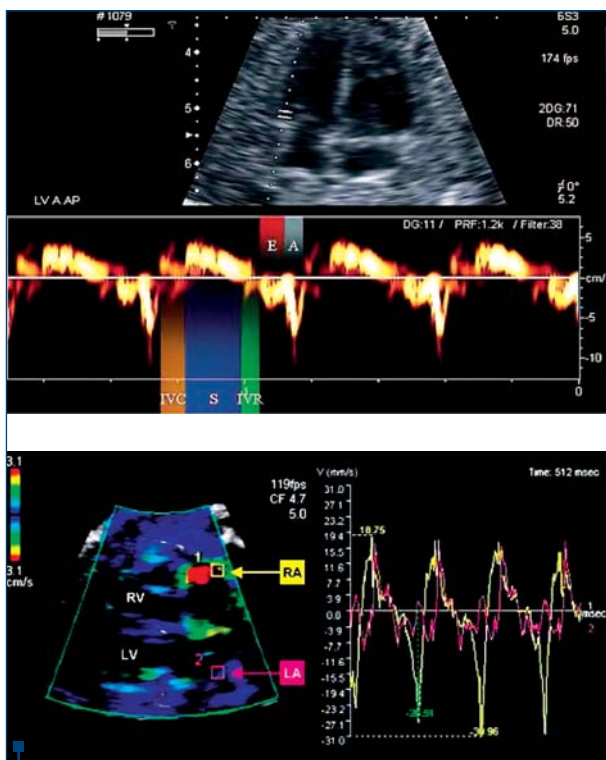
Măsurarea intervalelor de timp pentru determinarea Tei index Doppler tisular, în care $a' = TCI + TRI$ și $b' = TE$ ($ICT = TCI$; $ET = TE$; $IRT = TRI$), Ea = viteza maximă diastolică precoce, Aa = viteza maximă tardivă prin contracție atrială, Sa = viteză sistolică maximă⁽¹⁰⁾
